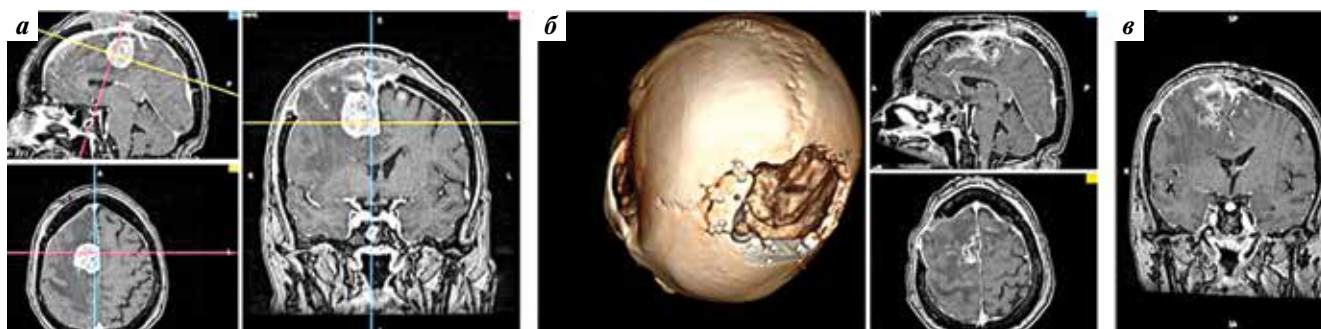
Исследование головного мозга: а — МРТ (T1-режим с контрастным усилением) после попытки удаления опухоли межполушарной щели со стороны опухоли, осложненной выраженным отеком мозга; б — 3D-реконструкция КТ, демонстрирующая размеры первичной резекционной трепанации и дополнительной краниотомии, выполненной во время 2-й операции при удалении опухоли через КТФД; в — МРТ (T1-режим с контрастным усилением) после удаления опухоли межполушарной щели через КТФД
